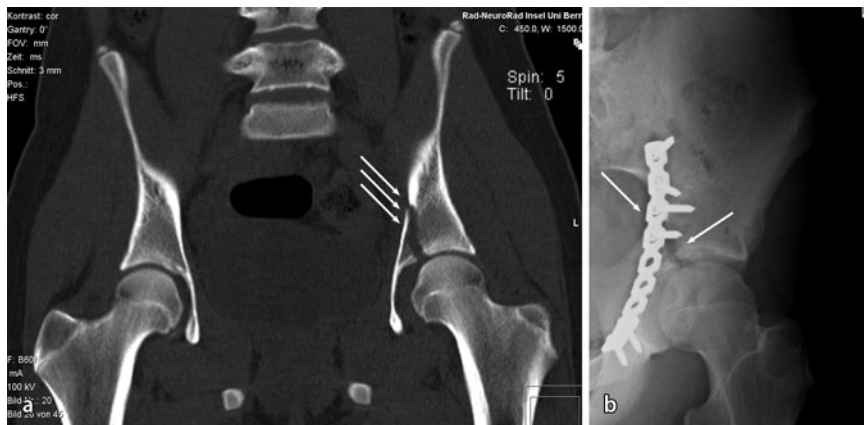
▲ Einfache vertikale Pfannendachfraktur bei einem 14-jährigen Mädchen: a Im 2D-CT ist die Stufe oder Lücke zu sehen (Pfeile). b Klassischer vorderer Zugang und indirekte Reposition der Fraktur (extraartikulär): die Reposition am inneren Beckenring scheint perfekt zu sein. Das CT zeigt jedoch die weiterhin bestehende Stufe und Lücke (Pfeile), was so nicht zu akzeptieren ist. Dieses Beispiel demonstriert die Indikation für eine offene direkte, d. h. intraartikuläre Reposition (Quelle: AO Manual „Beckenfrakturen“, Erscheinungstermin voraussichtlich Ende 2013; mit freundl. Genehmigung der AO Foundation, Schweiz)
